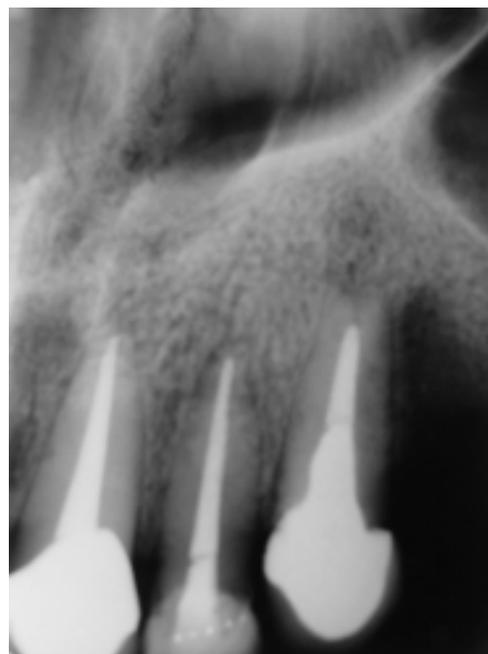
Radiografia de preservação.
